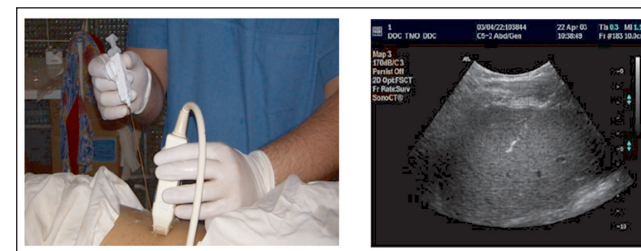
Методика проведения трепанобиопсии под УЗИ-контролем
